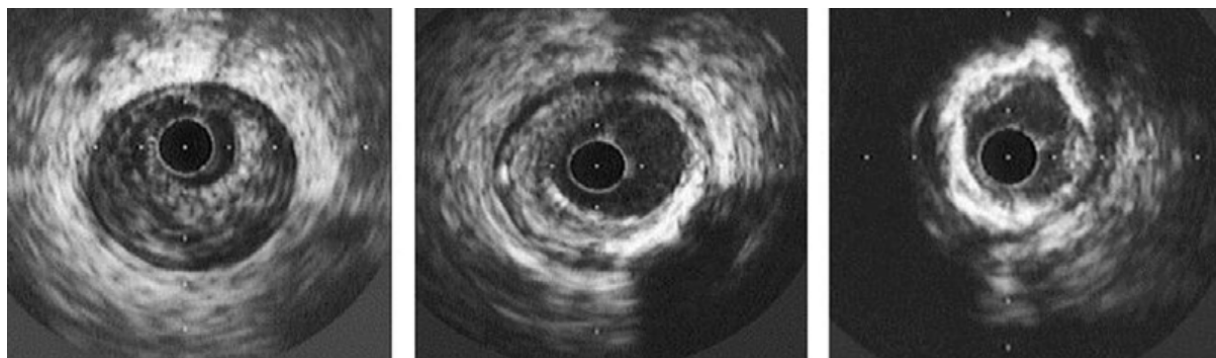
Visualisation par IVUS (intra vascular ultrasound).
